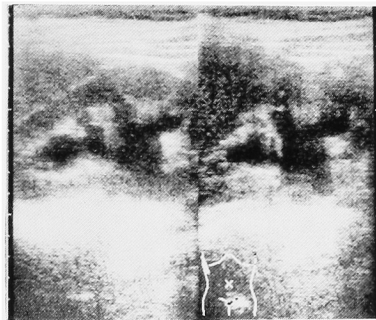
Ultrasonograph of right kidney showed hydronephrosis.
